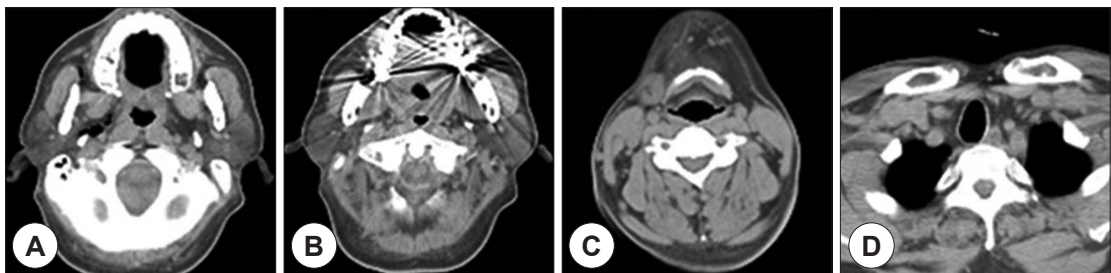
Axial computed tomography taken 6 days after tonsillectomy. Upper oropharyngeal level (A) : the amount of air bubbles in parapharyngeal space was much decreased compared to initial scan. Subcutaneous emphysema was not identified in middle pharyngeal level (B), hyoid bone level (C), clavicular level (D).
